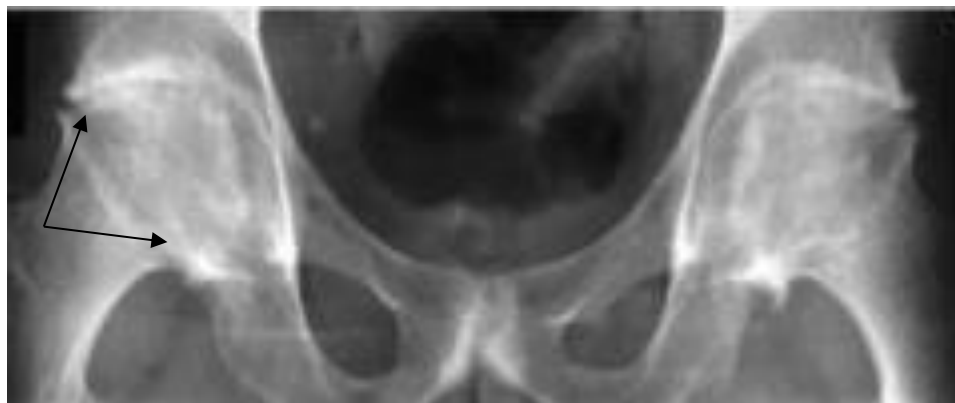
Рентгенография ТБС. Крупные остеофиты бедренных головок — «грибовидная деформация» (указана стрелками)
